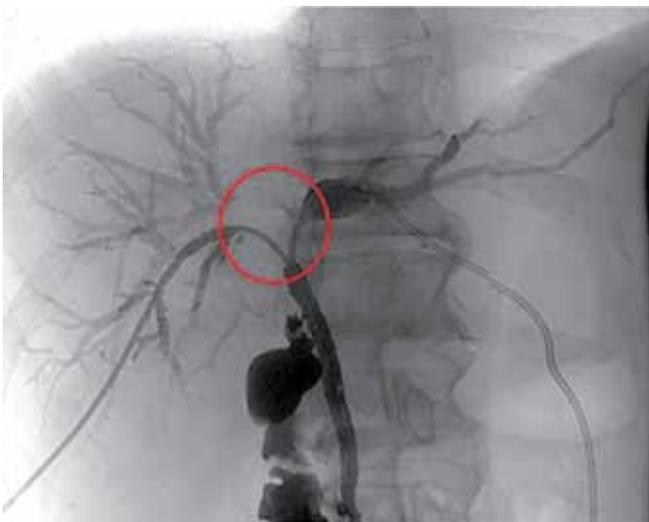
Рентгенограмма пациента 55 лет с установленными билатерально наружно-внутренними холангиодренажами. Красным кружком отмечена область конfluence долевых желчных протоков с опухолевой стриктурой
